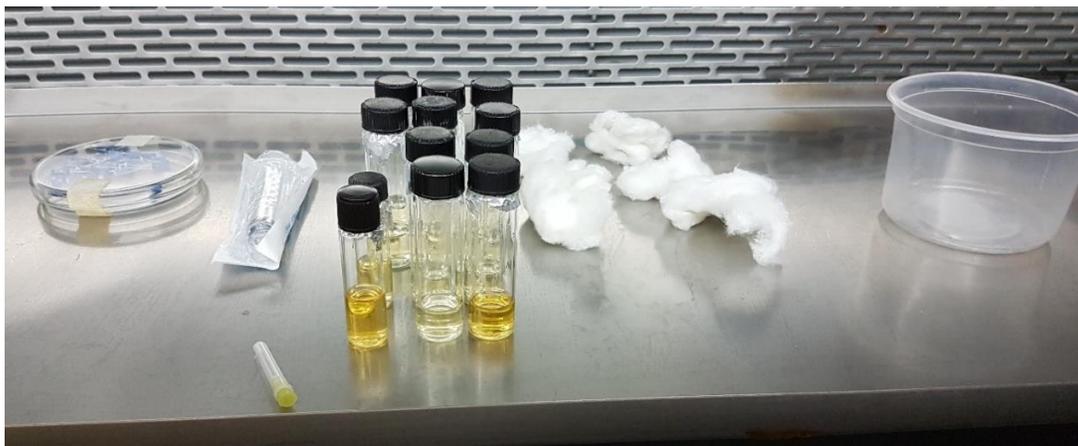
Grupo control negativo A; Irrigación con agua destilada y grupo control B; Irrigación con agua destilada activada con ultrasonido.
